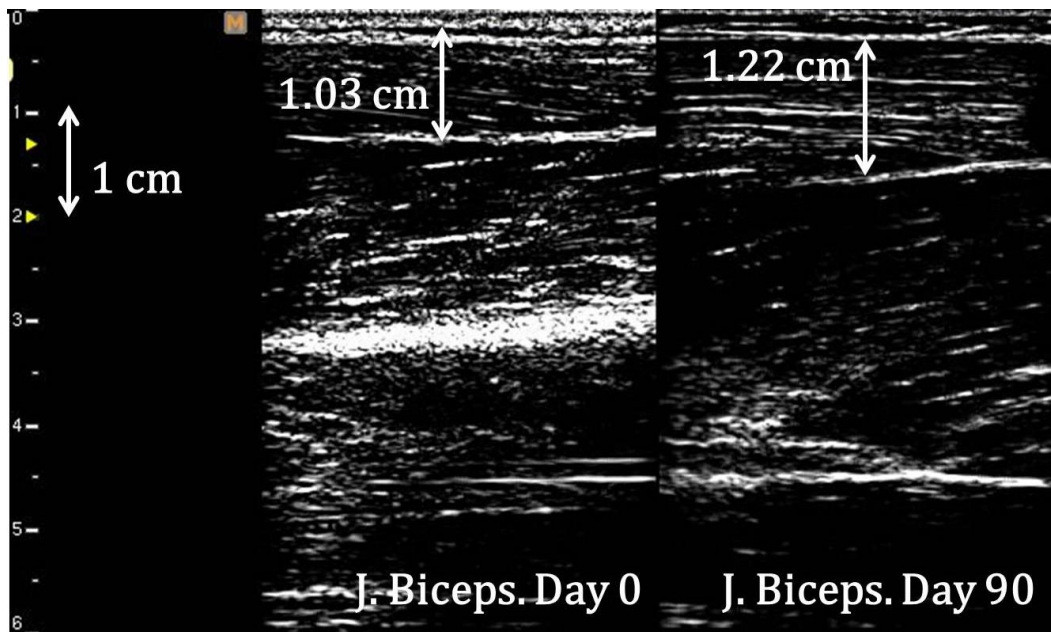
훈련 전/후의 상완이두근 초음파 영상
